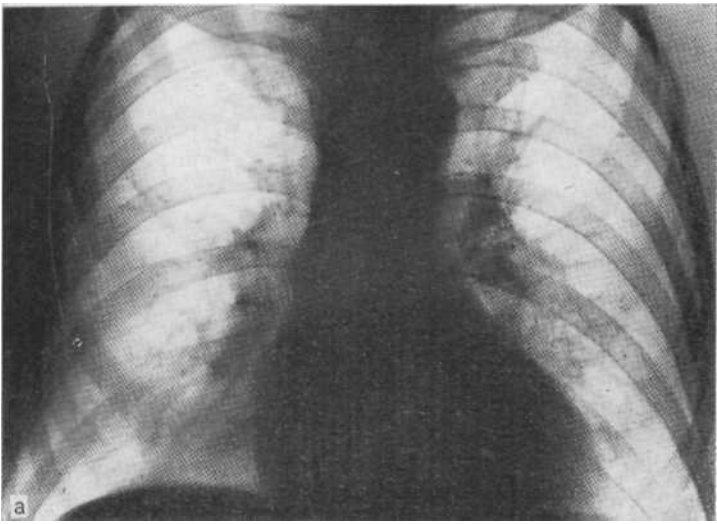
Обзорная рентгенограмма (а) и бронхограмма (б): опухоль из нижнедолевого бронха. Опухоль правого легкого, проецирующаяся в Обл сти сердечно-диафрагмального синуса.
